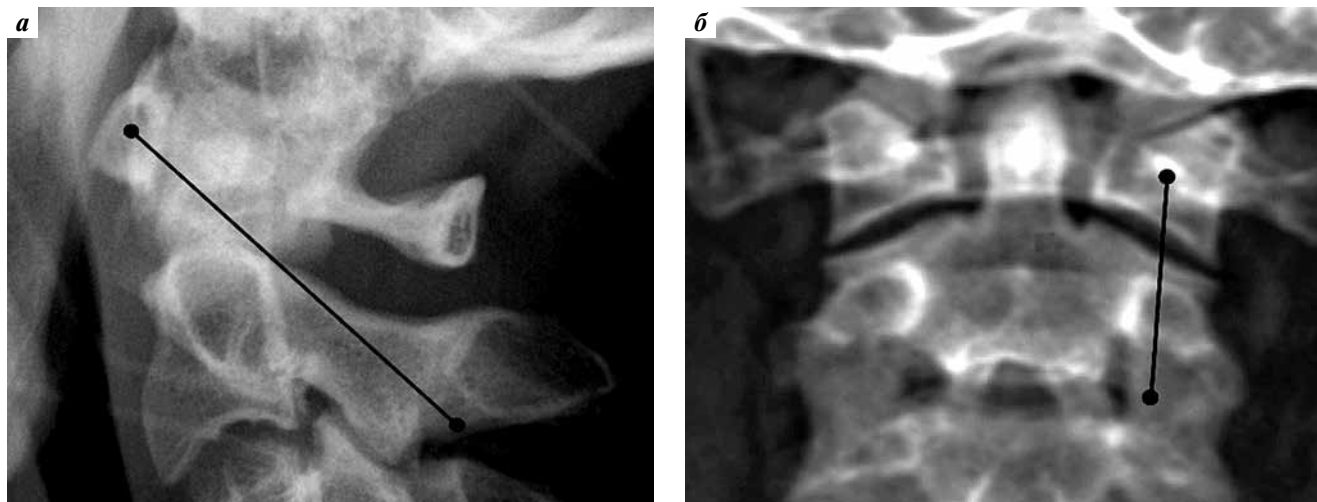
Рентгенограммы в боковой (а) и прямой (б) проекциях, демонстрирующие наиболее безопасную траекторию трансартикулярной фиксации
